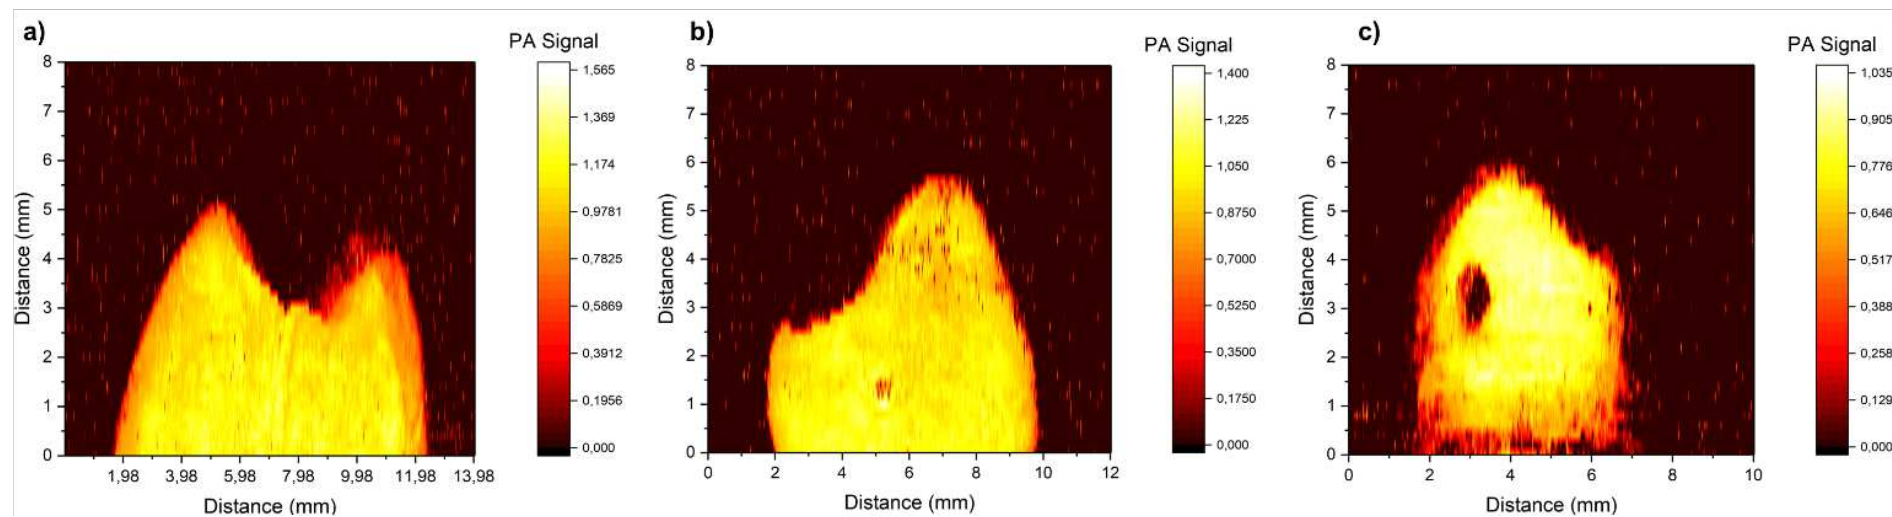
[Photography of the interproximal face, digital radiography, tomographic sections and photoacoustic images of teeth in different ICDAS/ICCMS classifications.]
